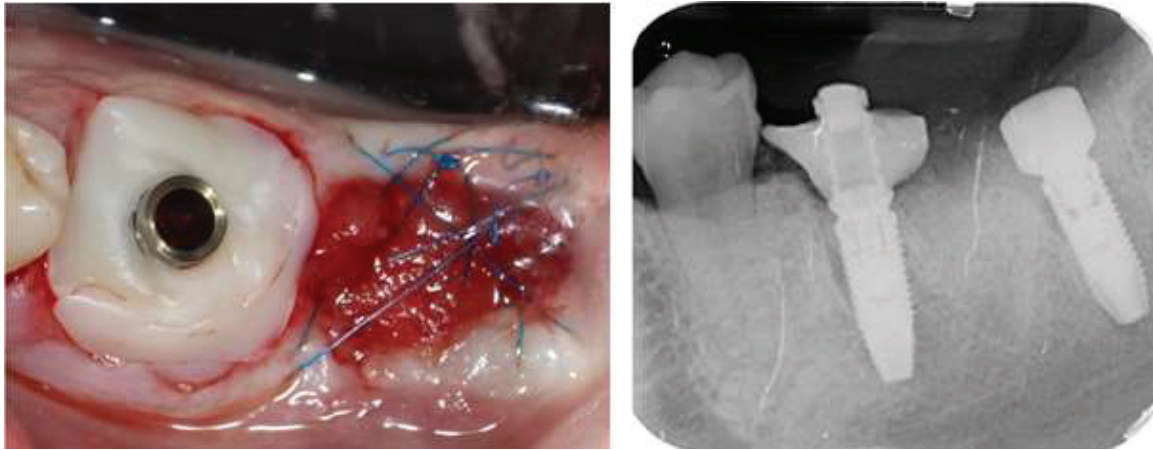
Vue occlusale et radiographie retro-alvéolaire post-opératoires
